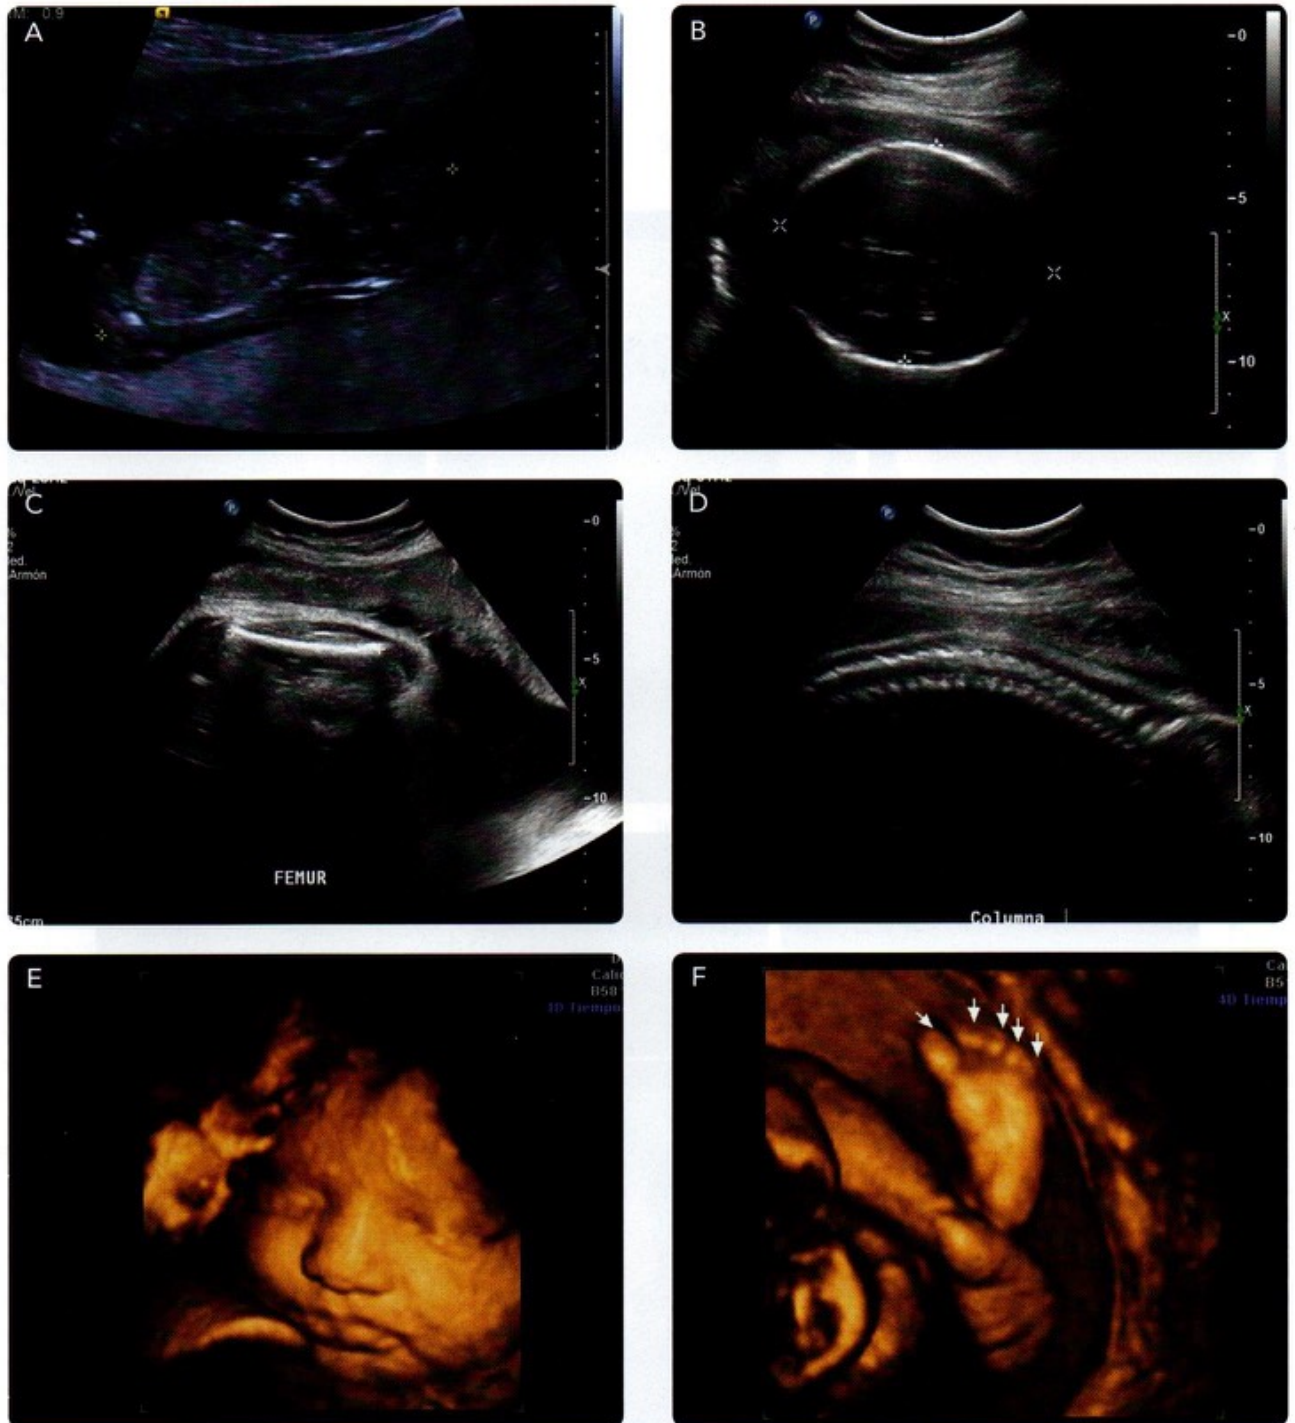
Ultrasonografía de fetos humanos de diferentes semanas de gestación. A. Medición de la longitud C-R. B. Diámetro cefálico anteroposterior y biparietal. C. Longitud del fémur. D. Análisis de la columna vertebral. E. Cara fetal. F. Pie fetal (cortesía de la Dra. Sandra Jordán Herrera y del Dr. Alejandro Muro, México, D.F.).
